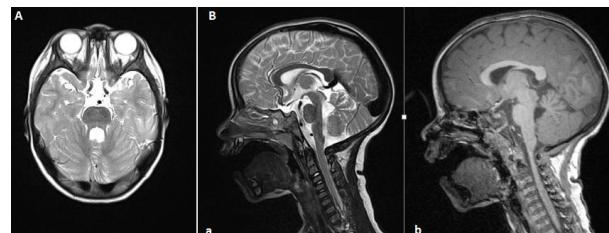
(A) IRM cérébrale en coupe sagittale montrant une hypoplasie vermienne prédominant à l'étage supérieur; (B) IRM cérébrale en coupe axiale en T1 et T2 montrant l'élargissement des pédoncules cérébelleux supérieurs avec l'aspect caractéristique en «dent molaire»
